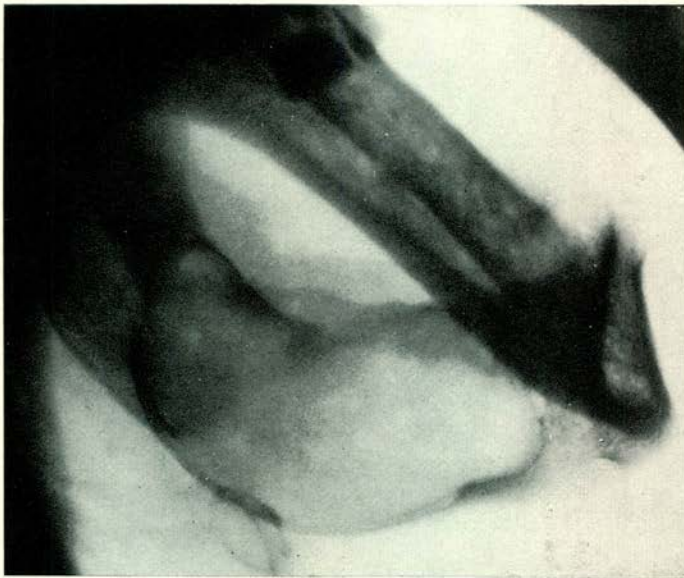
Patiënt A: grote kyste in de rechter onderkaak. De gehele opstijgende tak en een gedeelte van de horizontale tak niet meer aantoonbaar. (Röntgenfoto uit 1963).
